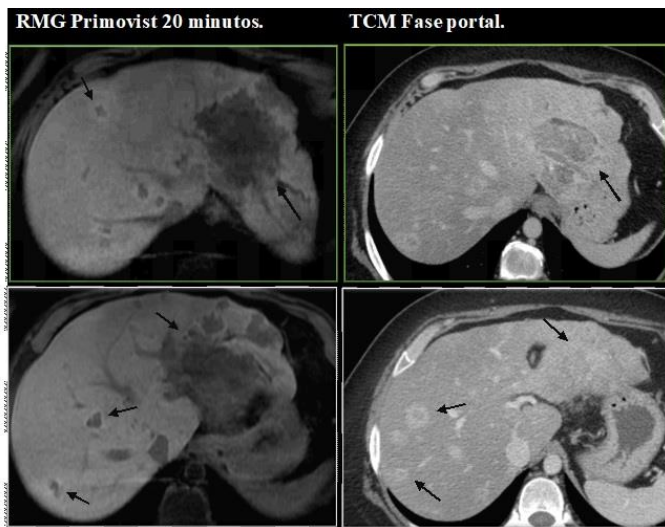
Imágenes comparativas de metástasis detectadas mediante resonancia magnética con contraste hepatoespecífico (RMG) y tomografía en fase portal (TCM), llama la atención este caso ya que mediante TCM no se logran delimitar con claridad las lesiones en contraste con la RMG en la cual se definen con claridad los bordes de cada lesión y fragmento.
